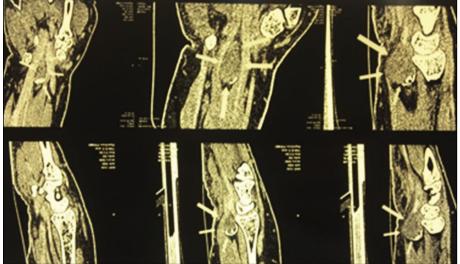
КТ: гигантома, исходящая из сухожилия-сгибателя III пальца.
